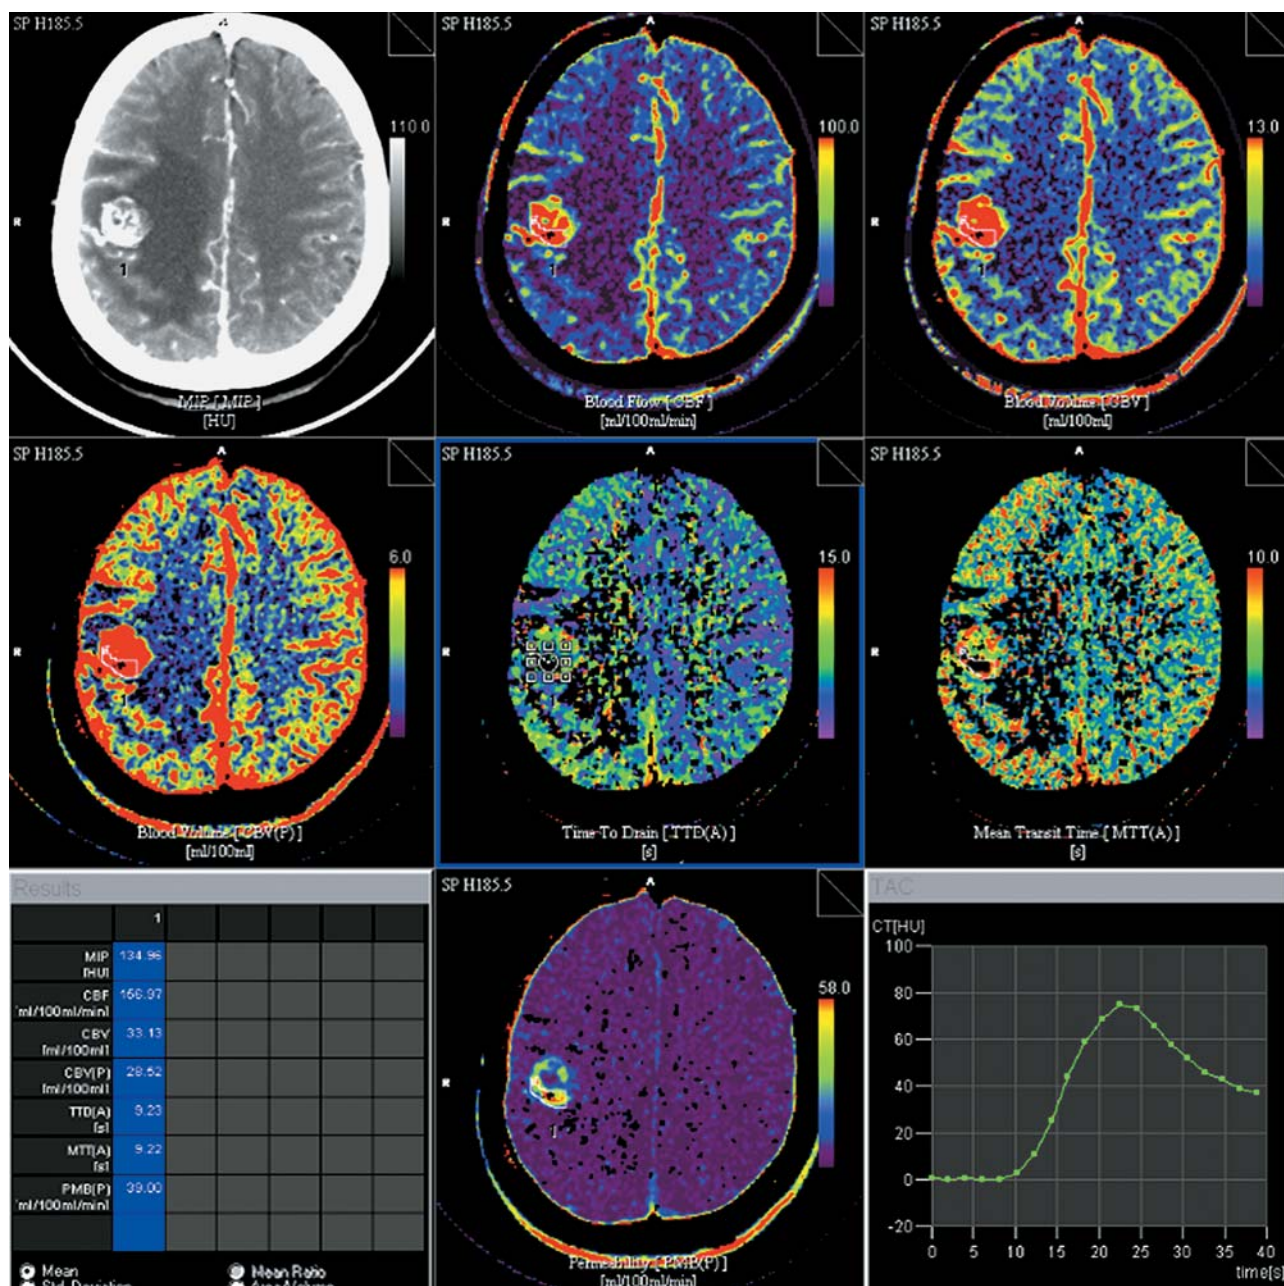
Пациент 67 лет. Диагноз: метастаз почечно-клеточного рака. КТ-перфузия: высокие значения перфузии в солидной части образования в правой теменной области – CBF 156,97 мл/100 мл/мин, CBV 33,13 мл/100 мл, MTT 9,22 с, PMB 39,0 мл/100 мл/мин.
